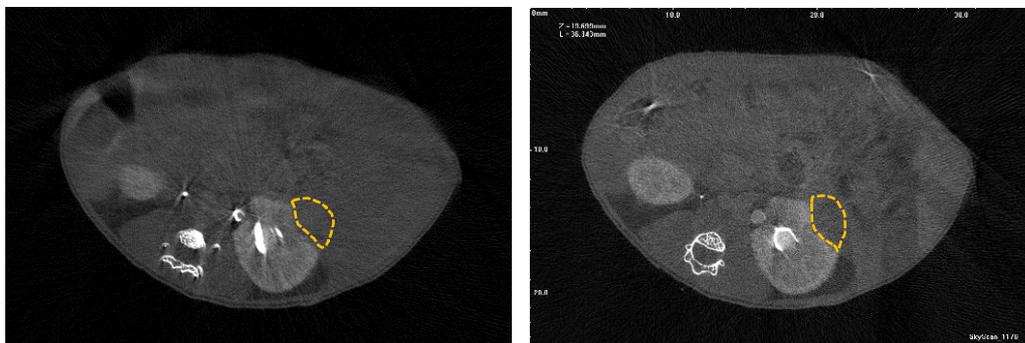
Kontrastmittel-CT Bilder zweier Mäuse nach Implantation der Zelllinie NTB 1102 42 Wochen nach OP. Die Tumore sind mit einer gelben, gestrichelten Linie markiert. Die Nieren sind durch Kontrastmittelaufnahme im Vergleich zur Umgebung hypodens deutlich zu erkennen.
